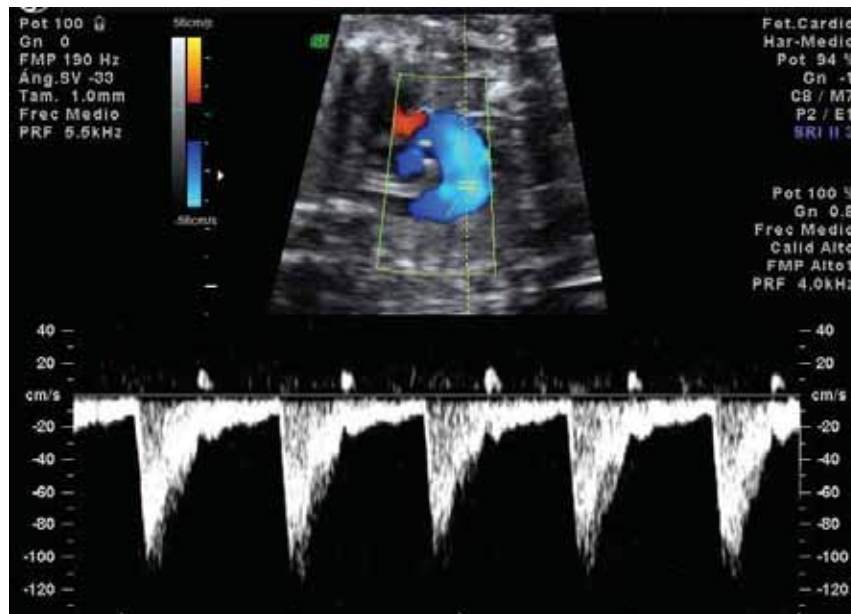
Óptima situación del volumen muestra del Doppler pulsado en el istmo aórtico en el corte sagital paralelo al haz de ultrasonidos. Obtención de más de 3 OVF de características similares.
